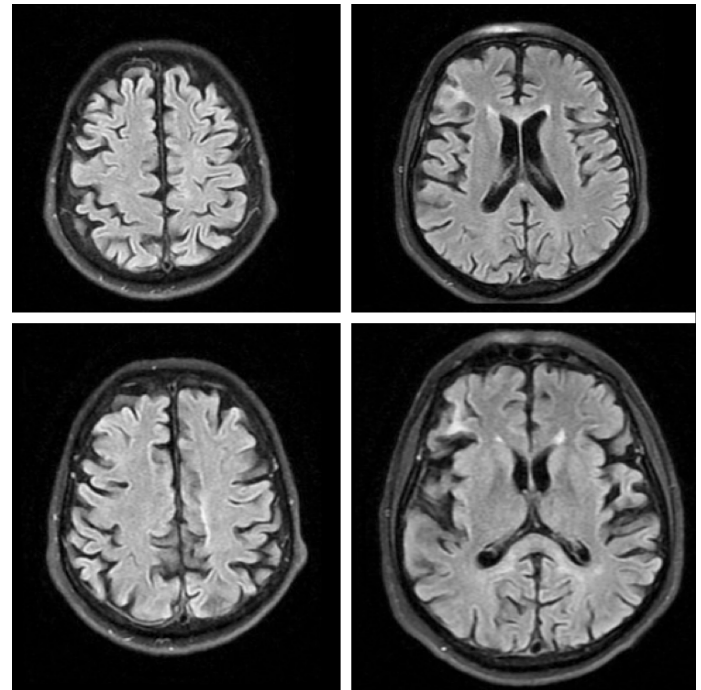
Hastanın hastaneye ilk başvurusundaki kranial MR FLAIR (solda) ve DWI (sağda) sekansında corpus callosum anterior ve spleniumda hiperintens lezyonlar izlenmekte.
